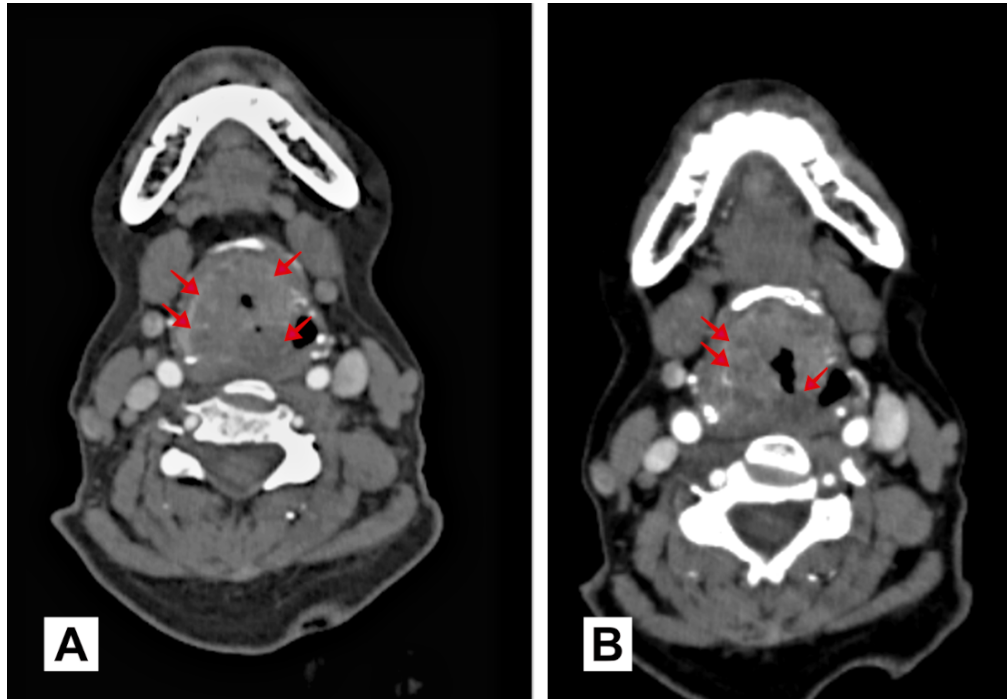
Tomografía con contraste; ventana mediastínica de la proyección cervical. A: corte axial a nivel de glotis muestra lesiones sólidas (flechas), heterogéneas irregulares en epiglotis, pliegues aritenopiglóticos que invaden las cuerdas vocales. B: corte axial en subglotis, con obstrucción de vía aérea superior e invasión de las lesiones (flechas); linfadenopatías cervicales grupo II y IV bilateral.
